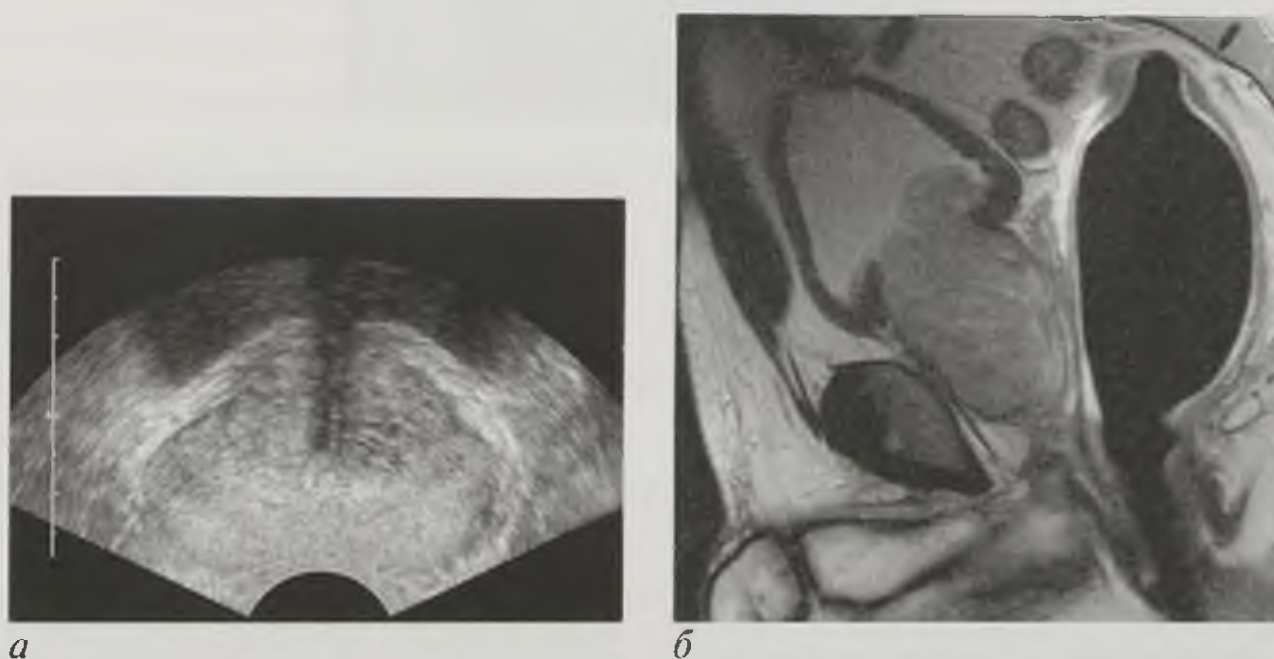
Доброкачественная гиперплазия предстательной железы: *а* — трансректальная эхограмма; *б* — магнитно-резонансная томограмма в сагиттальной плоскости, T2-взвешенное изображение с использованием эндоректальной катушки
